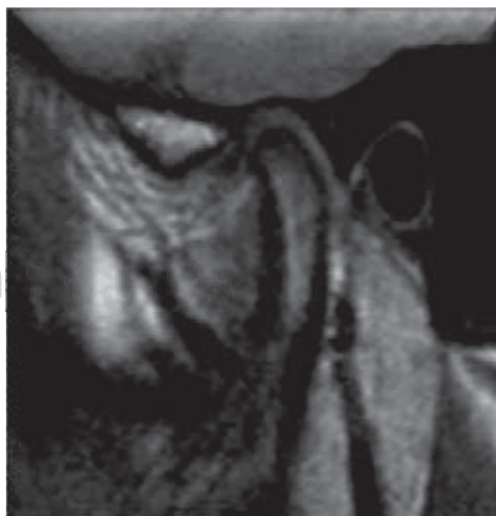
Resonancia magnética con boca abierta.
